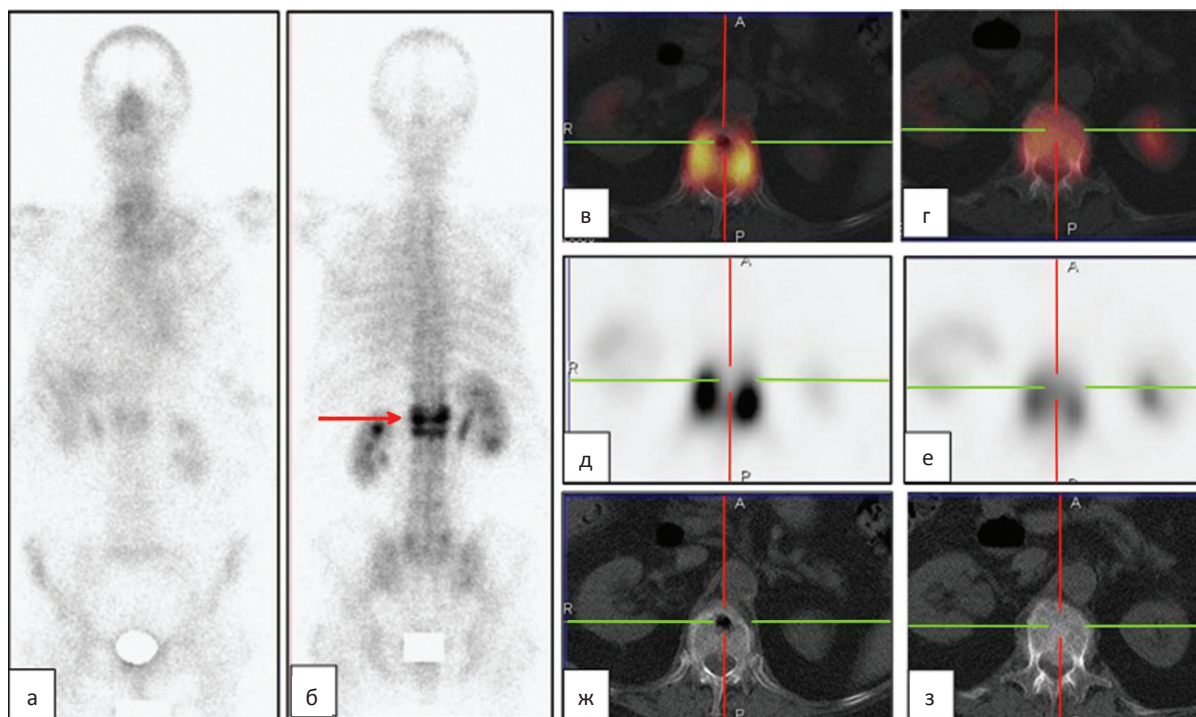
На остеосцинтиграммах в передней (а) и задней (б) проекциях определяются очаги повышенного накопления РФП в области ниже-грудного (Th_{12}) и поясничного (L_1) отделов позвоночника (стрелка) — признаки очагового поражения, подозрение на метастазы в костях. На ОФЭКТ/КТ-срезах, представленных в аксиальных проекциях, определяется зона гипераккумуляции РФП в проекции 12-го грудного (в, д, ж) и 1-го поясничного (г, е, з) позвонков. При КТ на фоне распространенных дегенеративно-дистрофических изменений в ниже-грудном и пояснично-крестцовом отделах позвоночника (склероз замыкательных пластин, краевые остеофиты тел позвонков и межпозвоночных сочленений, признаки снижения высоты межпозвоночных дисков) определяется снижение высоты тел: — позвонка Th_{12} I–II степени с формированием передней клиновидной деформации, а также наличием «вакуум-симптома» в теле позвонка (ж). Костные отломки пролабируют интраканально до 0,5 см, деформируя передний контур дурального мешка; — позвонка L_1 II–III степени с формированием передней клиновидной деформации, костные отломки пролабируют интраканально до 0,8 см, деформируя передний контур дурального мешка. Тело позвонка уплотнено (з). Выявленные изменения соответствуют распространенным дистрофическим нарушениям изменения нижегрудного и поясничного отделов позвоночника, переломам тел позвонков Th_{12} , L_1 , вероятнее всего, на фоне остеопороза с развитием асептического некроза тела позвонка Th_{12} — болезнь Кюммеля
